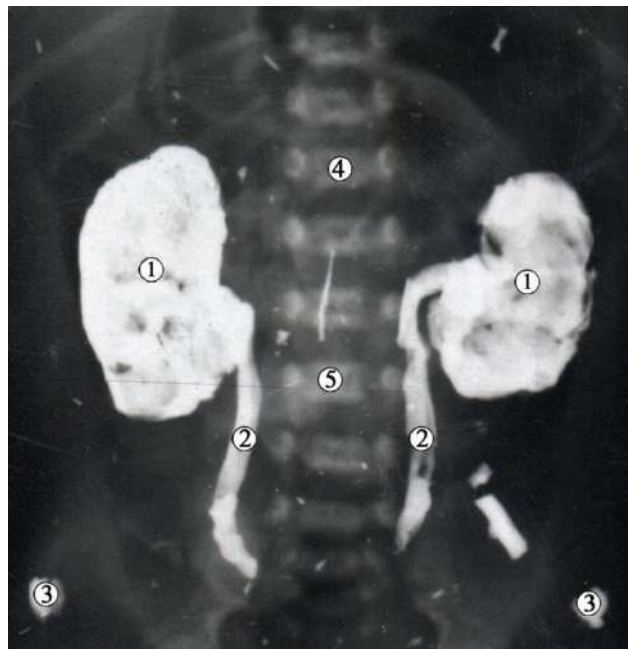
Рентгенограма 9-місячного плода людини 320,0 мм ТКД. Аплікація контрастом нирок та сечоводів. Фронтальна проекція. Зб.  $\times 1,5$ :
